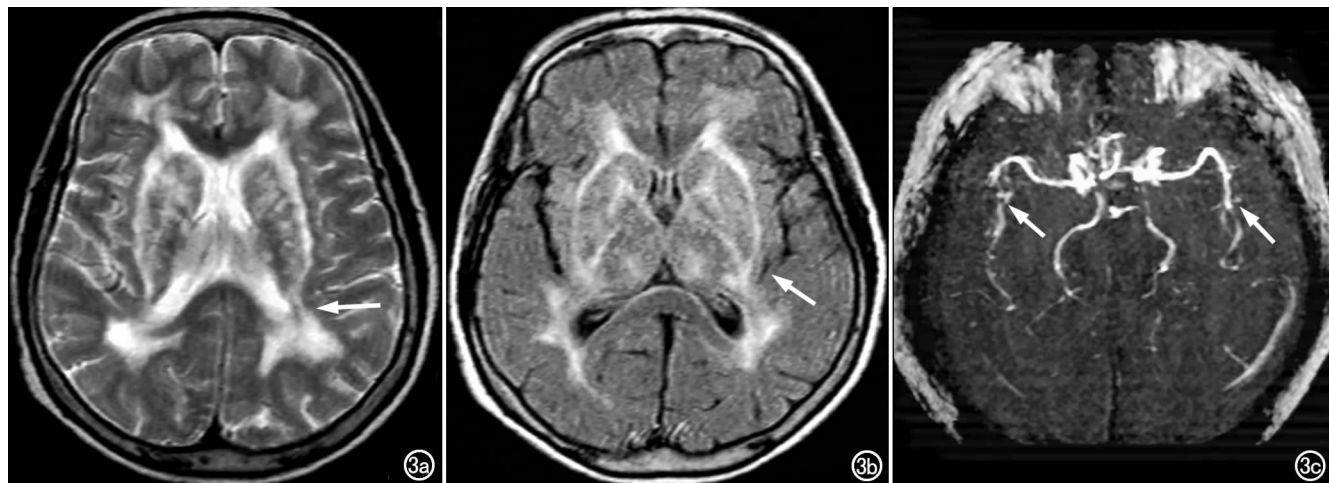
重度皮层下动脉硬化性脑病。a) T_2 WI 示病变累及侧脑室前后角周围、侧脑旁及半卵圆中心,相互融合(箭); b) FLAIR 示病灶均呈高信号(箭); c) MRA 示大脑前、中、后动脉管径明显狭窄,粗细不均,分支减少。
